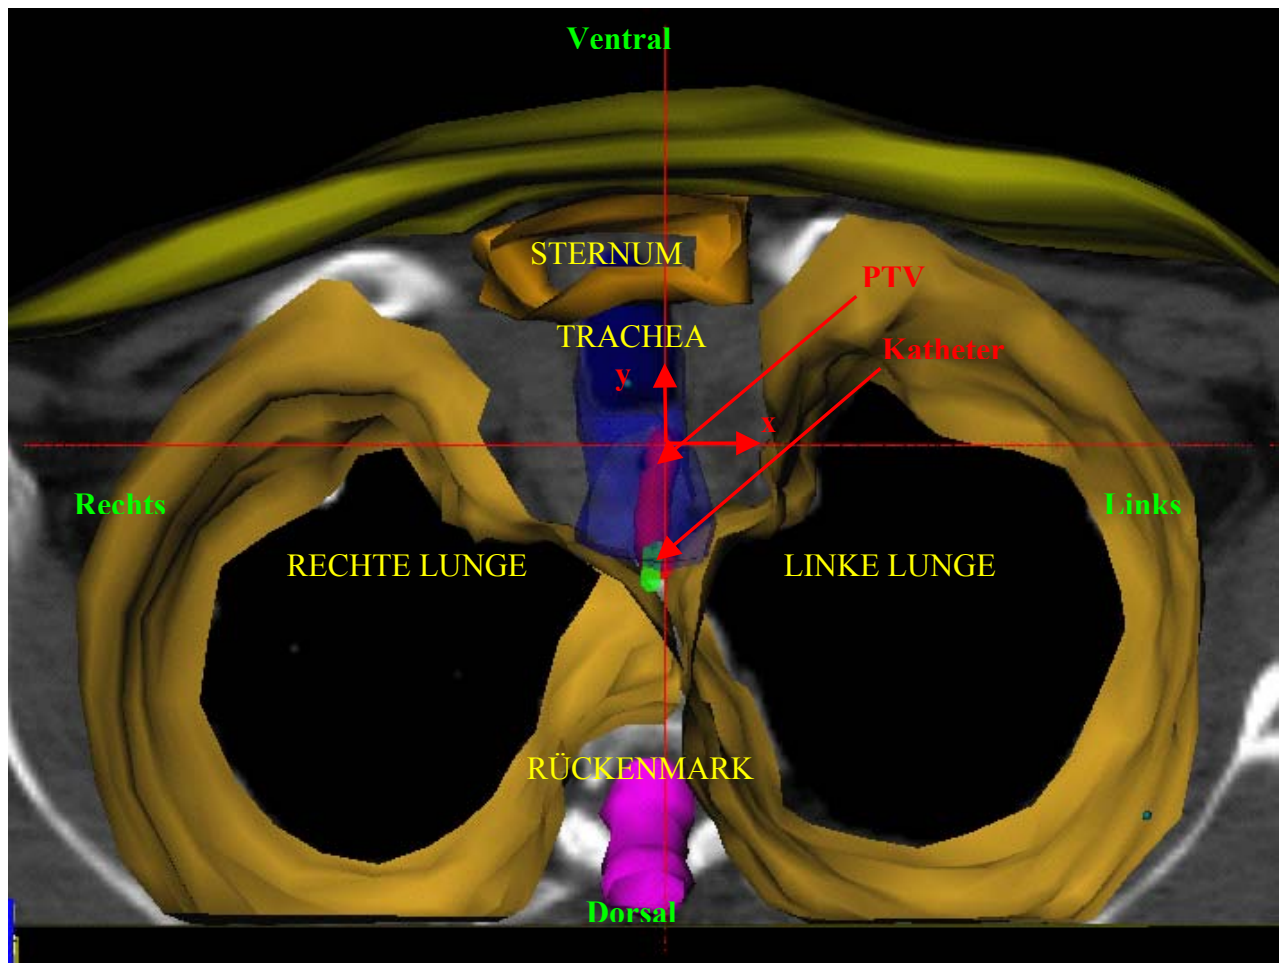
3D Darstellung der für diese Arbeit ausgewählte Patientenkörperanatomie für das Beispiel einer Brachytherapie Applikation des Ösophagus. Das CT Bild in etwa der Mitte der zu bestrahlenden Ösophaguslänge wird auch gezeigt
